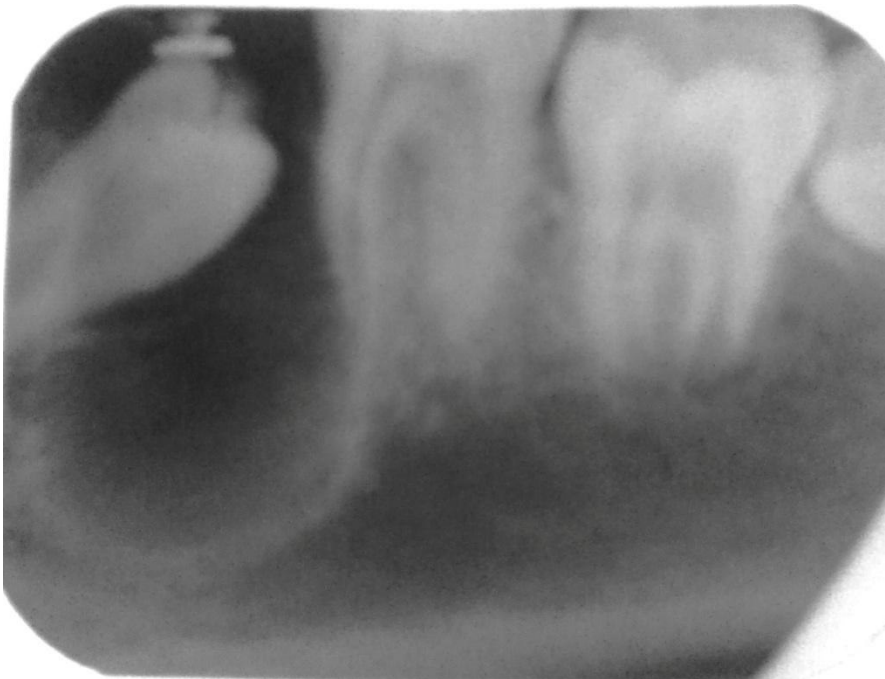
Radiografía periapical a los 3 meses de la marsupialización se observa un cambio en el eje de erupción de la pieza impactada 3.5.
